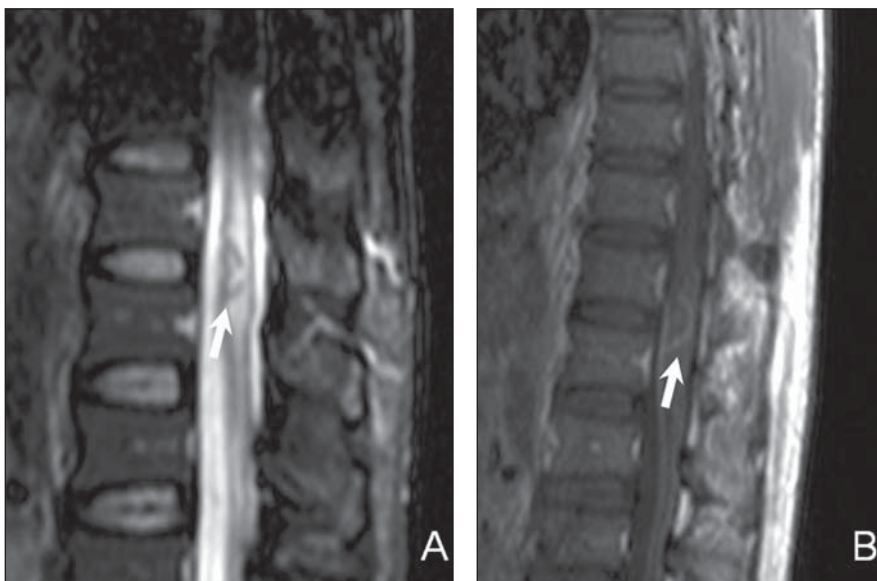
Paciente imunocomprometido com diagnóstico de neurotuberculose. Imagens de RM no plano sagital identificam lesão nodular com hipossinal periférico e hipersinal central em T2 (seta em A), além de edema adjacente, apresentando realce anelar periférico pós-contraste (seta em B).
